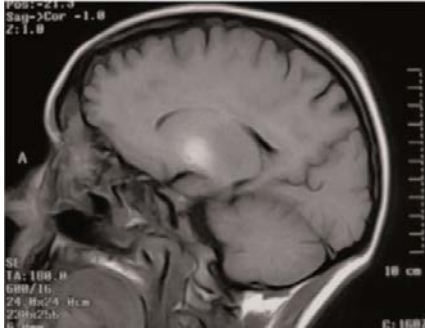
Resonancia magnética nuclear cerebral. Aumento de la intensidad en T1 en globo pálido.
